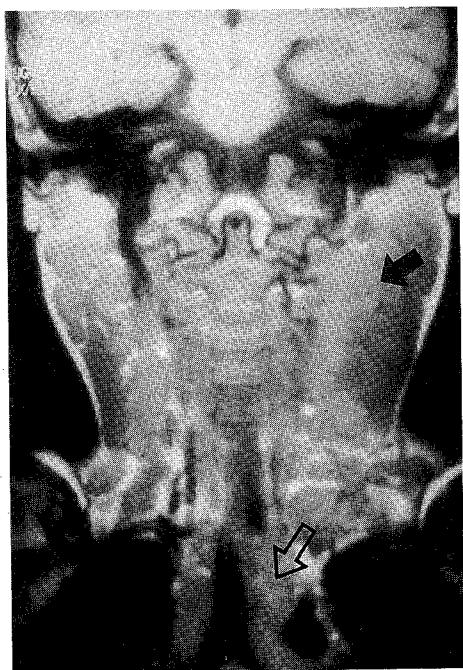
Neck MRI : coronal, precontrast T1 weighted image shows multiple large conglomerated lymph nodes with homogeneous in the bilateral neck and mediastinum.
